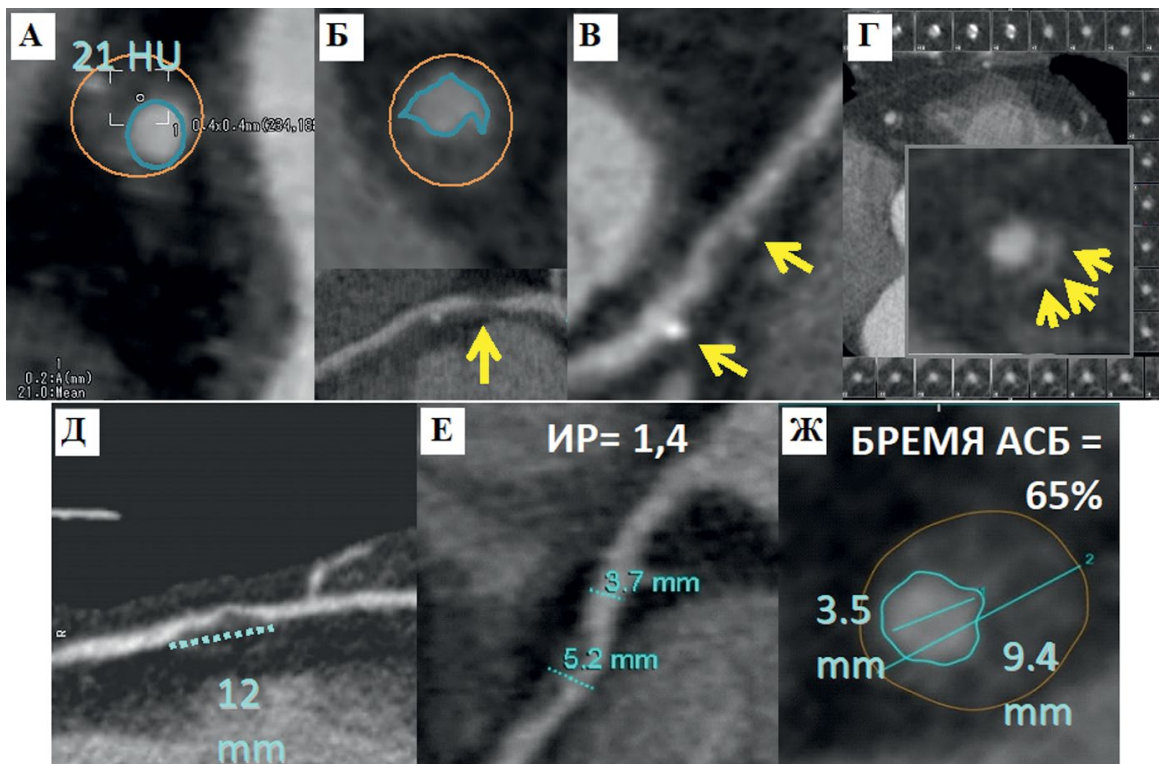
КТ-коронарография. Мультипланарные реконструкции и поперечные срезы КА в месте АСБ. КТ характеристики АСБ
